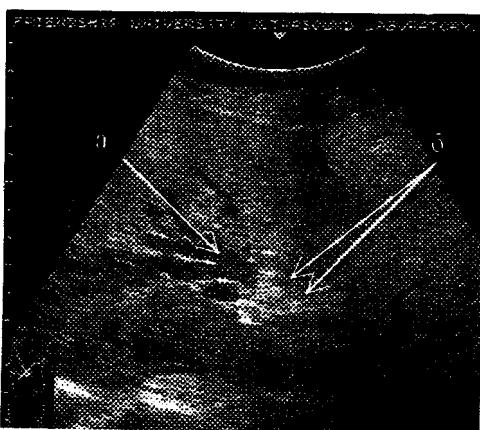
Ультразвуковая томограмма больной с опухолью правого долевого протока (I тип):
